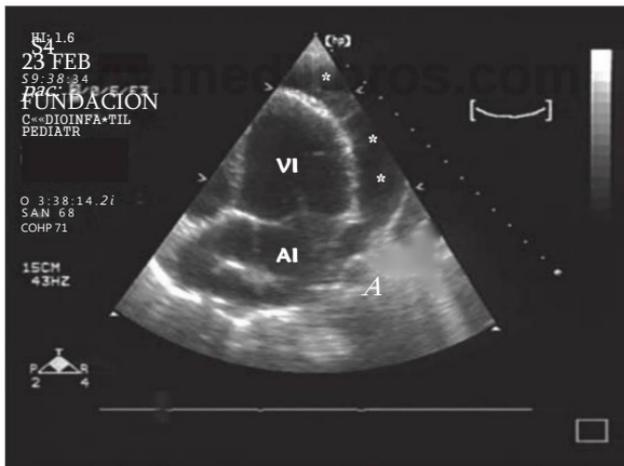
Ecocardiograma desde el ápex del ventrículo, donde se ve la cavidad ventricular y la aurícula izquierda arriba, la cavidad ventricular (VI), y arriba la aurícula izquierda (AI), y la hoja parietal del pericardio que engloba un derrame importante de toda la pared posterior y apical del ventrículo. (\*) Note el rechazo de la pared libre de la aurícula izquierda hasta la cavidad.
